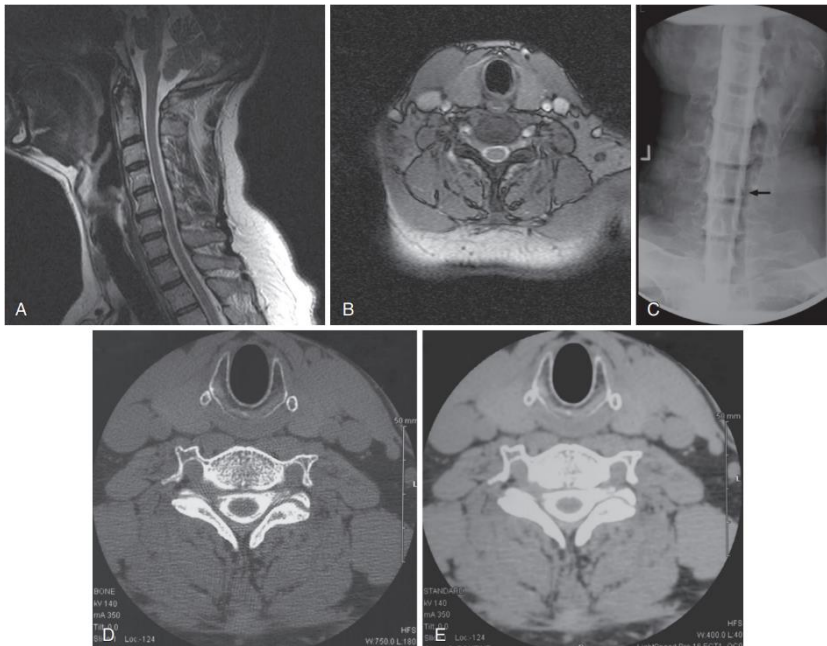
Forty-five-year-old patient with right C7 radiculopathy clinically. A and B, MRI was inconclusive for disc herniation. C-E, Postmyelogram CT clearly reveals right intraforaminal disc herniation.
